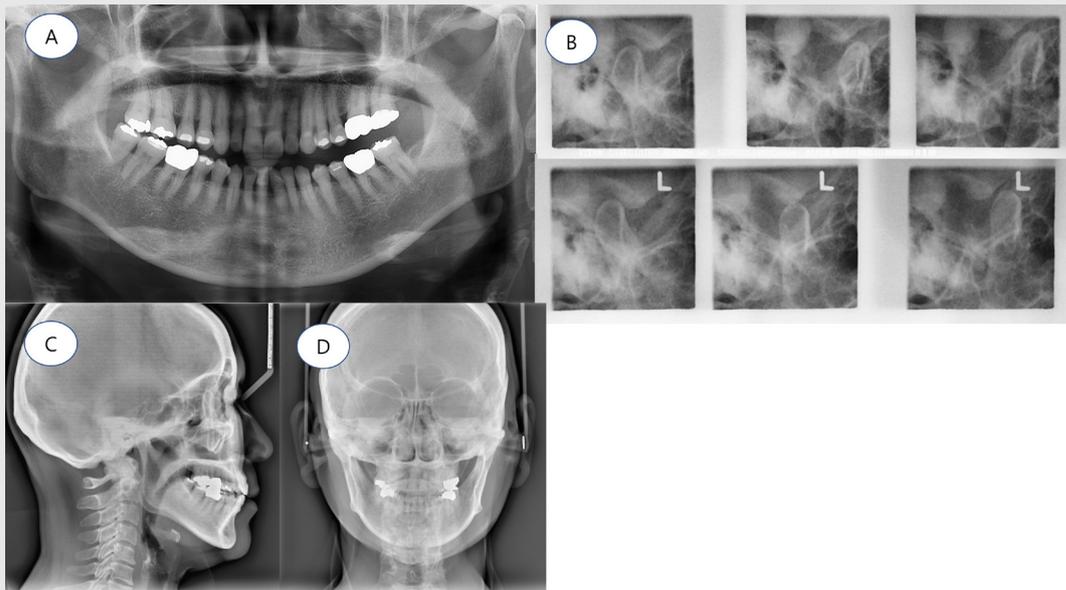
초진 방사선 사진에서 하악 과두의 골변화 및 운동제한 등의 이상이 관찰되지 않음. A; 파노라마 방사선사진, B; 경두개 방사선사진, C; 측방 두부계측방사선사진, D; 전후방 두부계측방사선사진
